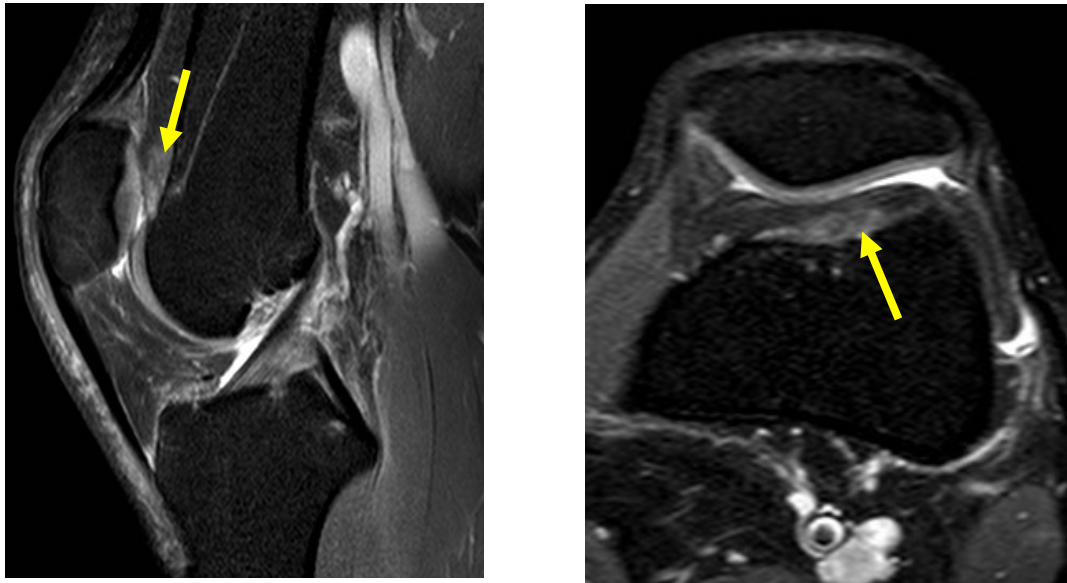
RM de paciente con atrapamiento prefemoral. Archivo de la Dra. Prada.
